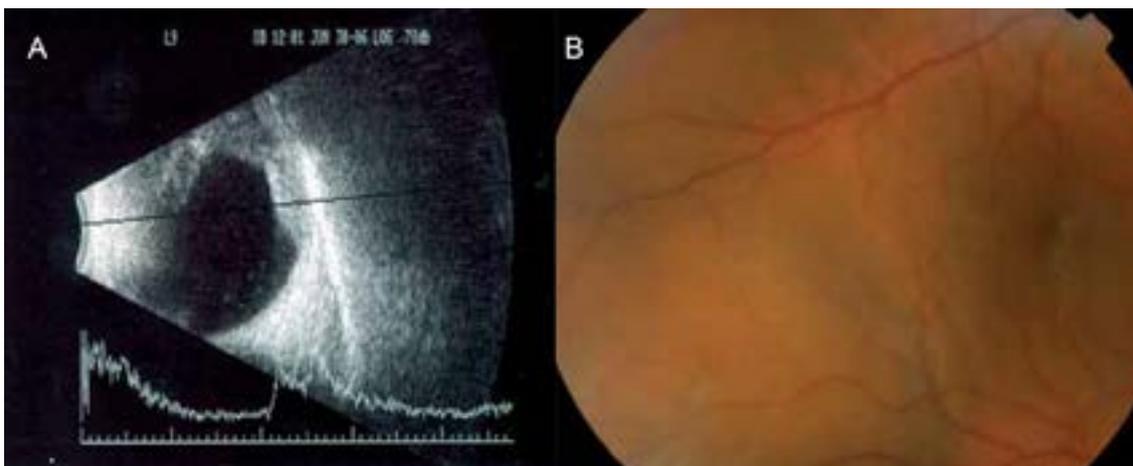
Hemorragia supracoroidea. Durante la cirugía se apreció aplanamiento de la cámara anterior con aumento de la presión intraocular durante la fase de emulsificación de fragmentos. Se cerró la incisión principal y administró manitol y edemox. Se pospuso la cirugía. Al día siguiente se apreció desprendimiento coroideo hemorrágico por ecografía (A). Tras normalizarse la cámara y la presión se finalizó la cirugía en un segundo tiempo. En el postoperatorio se observó desprendimiento coroides hemorrágico que se resolvió espontáneamente (B).
